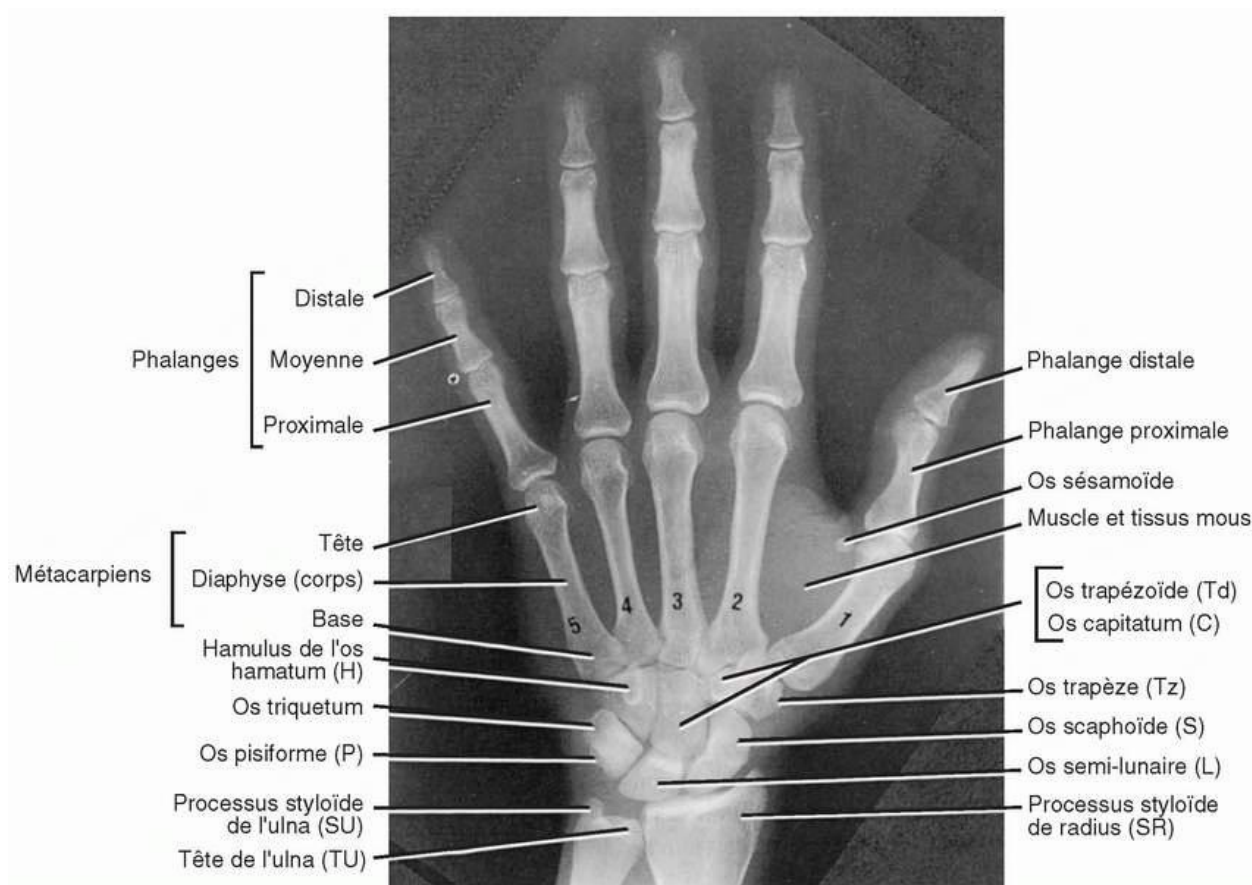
Radiographie AP de la main droite. Adaptation autorisée de Moore, KL. *Clinically Oriented Anatomy*, 3^e édition. Baltimore : Williams & Wilkins ; 1992.
